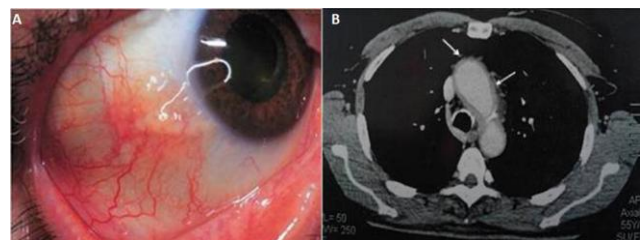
(A) épisclérite nodulaire de l'œil droit; (B) TDM Thoracique en coupe axiale: épaississement régulier circonférentiel hypodense de la paroi aortique touchant l'aorte thoracique ascendante et descendante
